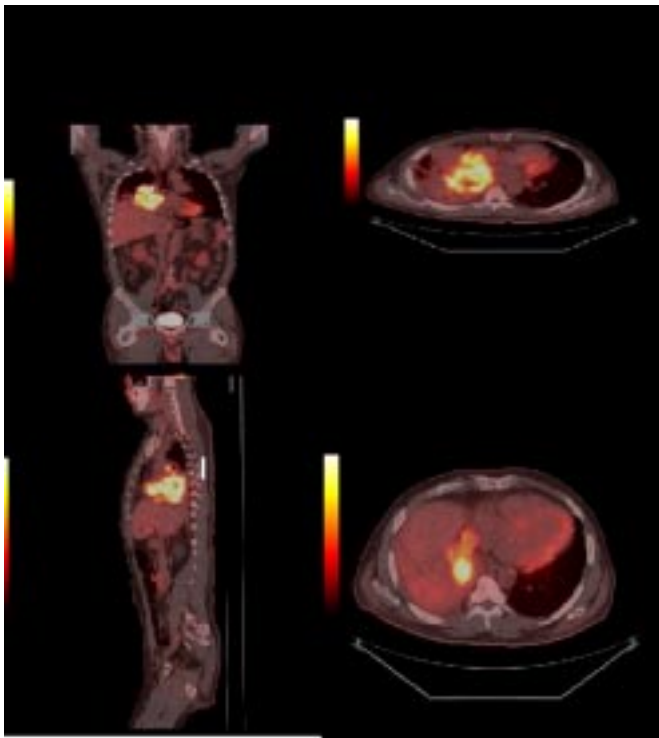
Поеднане ПЕТ–КТ-обстеження пацієнта К., 49 р.: об'ємний утвір правої легені з можливим проростанням у серце. Патологічне накопичення РФП свідчить на користь нео-процесу
